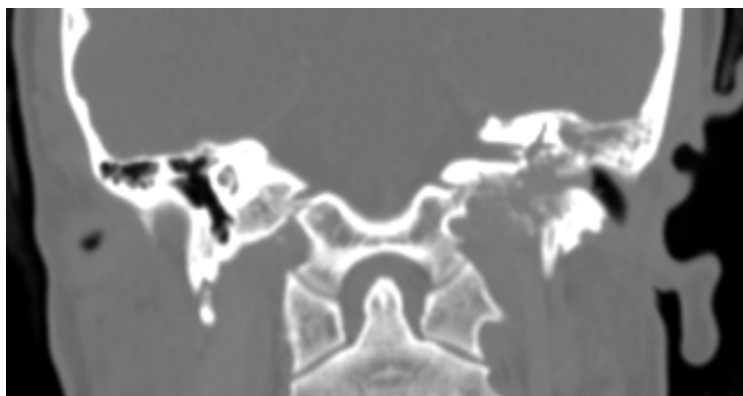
КТ височных костей
